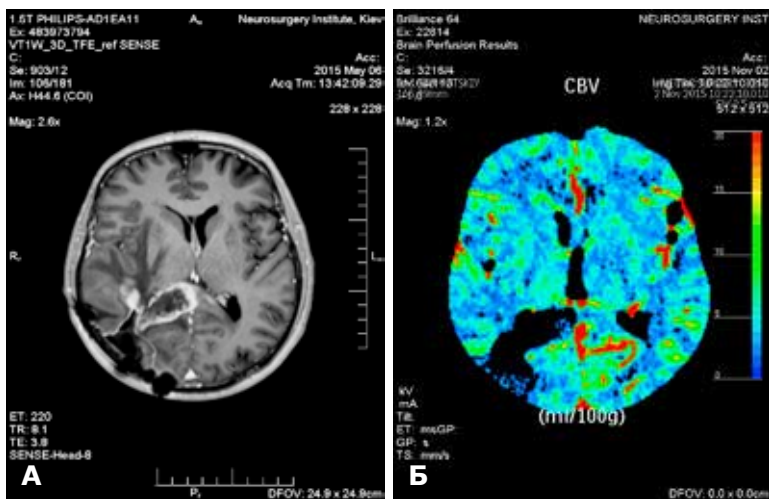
Магнітно-резонансна терапія через 7 міс після курсу гіпофракційної СРХ (5 фракцій по 8 Гр) з приводу рецидиву пухлини через 10,5 міс після СРХ (А, показано стрілками). Мультиспіральна комп'ютерна томографія: гіперперфузія (Б). Хіміотерапія: темозоломід + авастин. Стан пацієнта задовільний. Загальна виживаність – 26 міс
